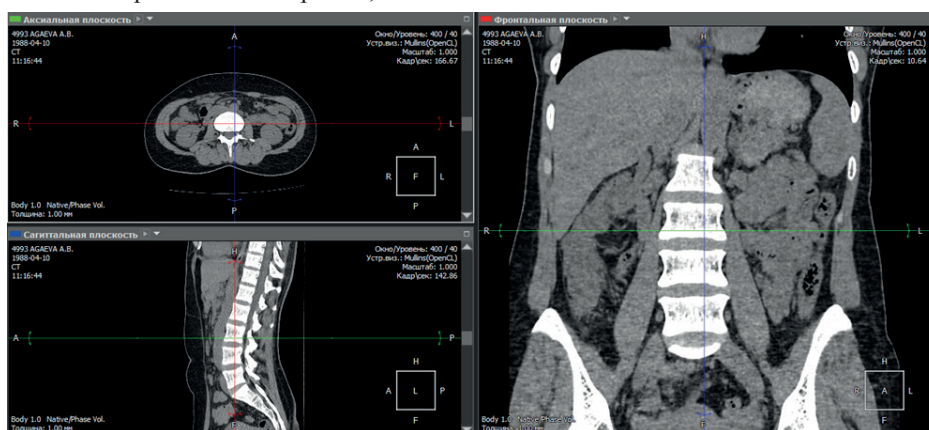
КТ-снимок в трех проекциях. / Fig. 2. CT-scan in three projections.
